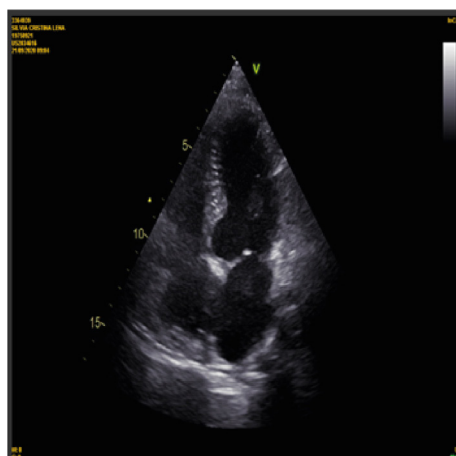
Ecocardiograma transtorácico pós-operatório, quatro câmaras sem massas, trombos ou derrame pericárdio.
